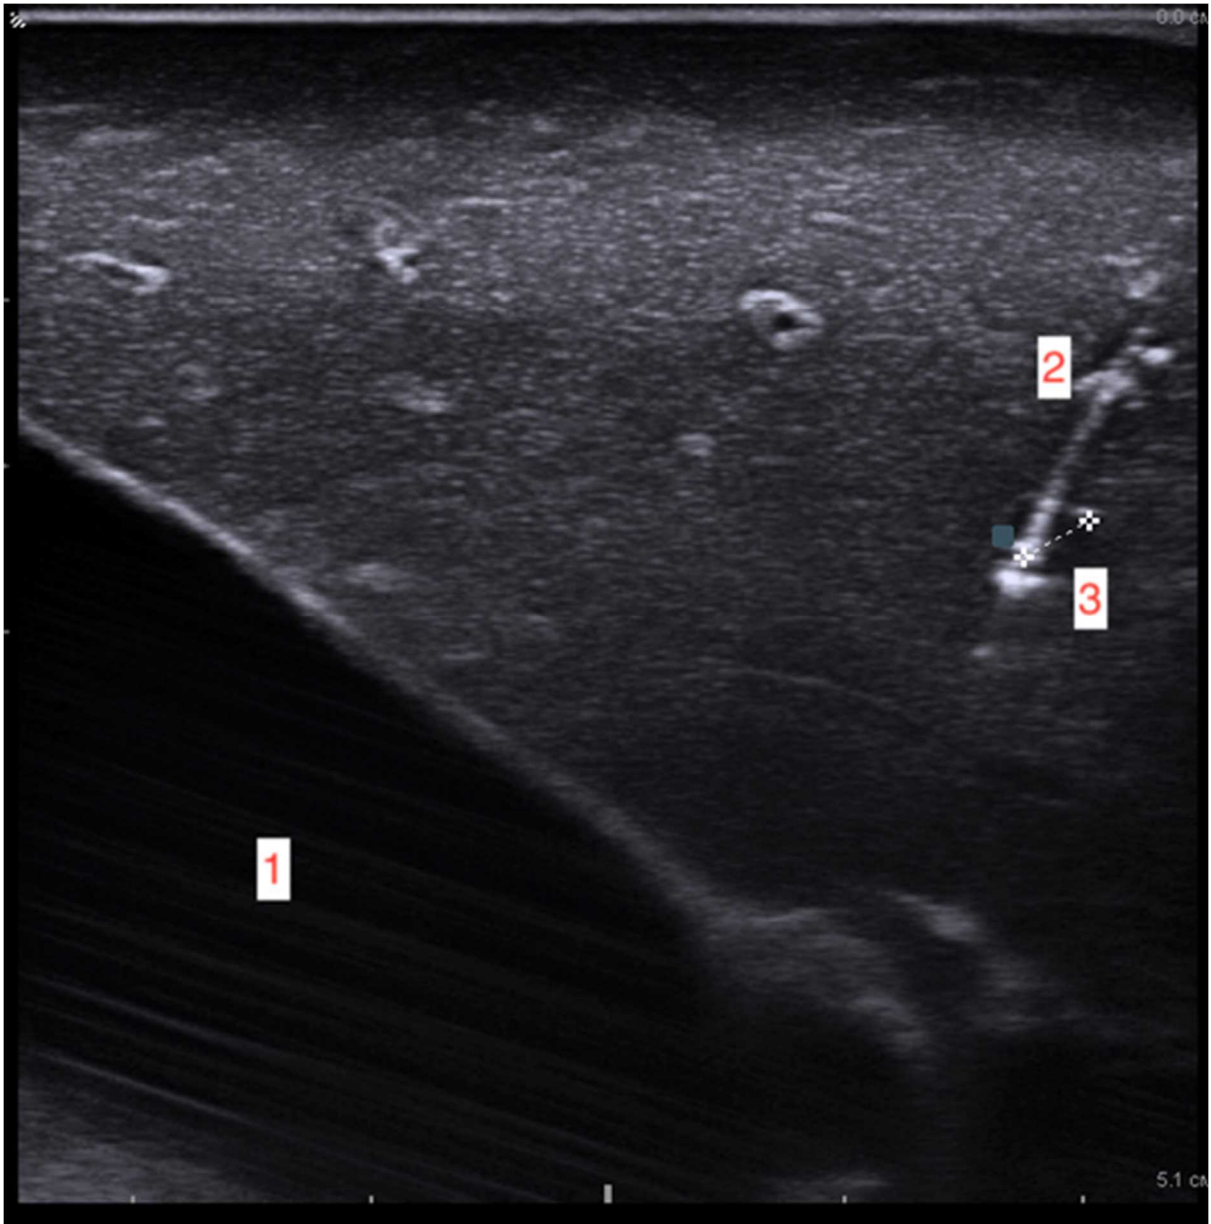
術中超音波の制御下での肝臓セグメント 5 の嚢胞性病巣の TA 中のサーモプローブの針の領域の位置の制御：（1）胆嚢、（2）作業面はサーモプローブの冷たい部分よりも比較的対照的、（3）嚢胞性病巣 2.5 mm サーモプローブの作動部分が配置されている場所）
